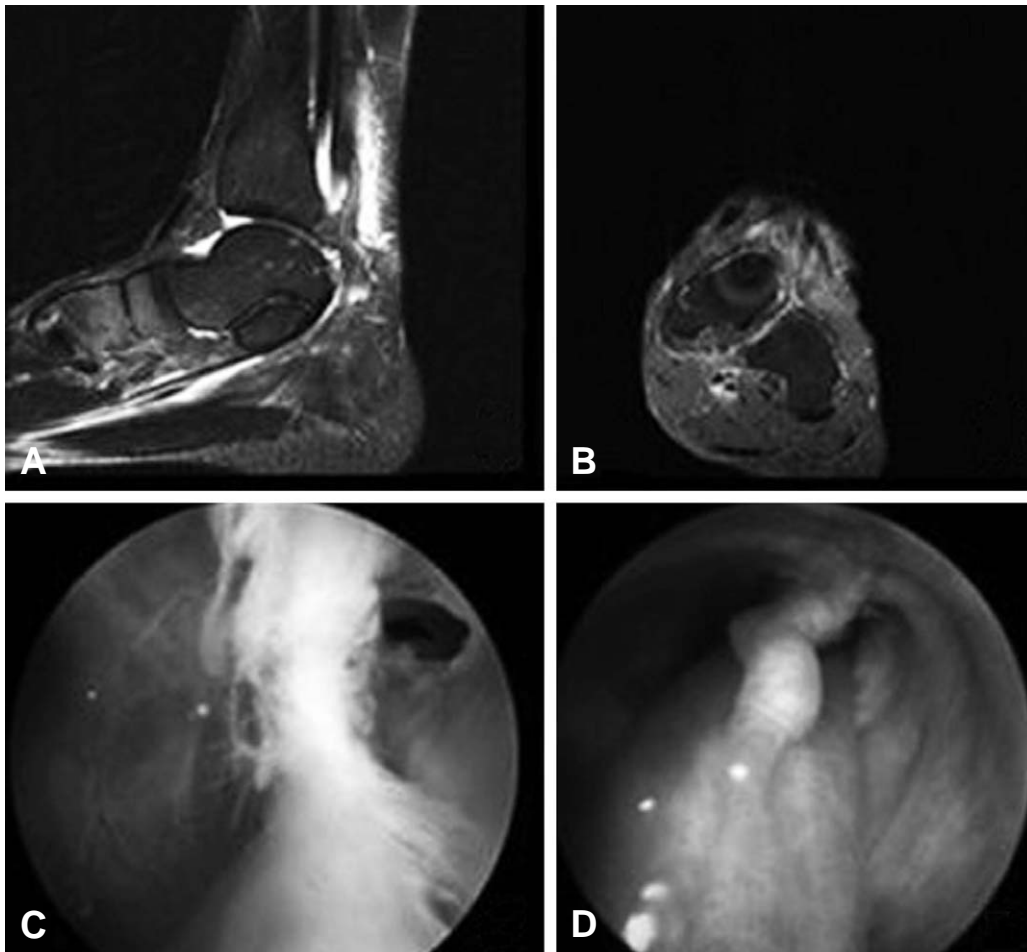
T2-weighted MRI scan and tendoscopic findings of a 52 years-old male patient with FHL tenosynovitis. (A), (B) Increased synovial fluid along the FHL tendon. (C) Partial degenerative tear and (D) inflamed tendon, sheath, and degenerated vinculae is observed.
